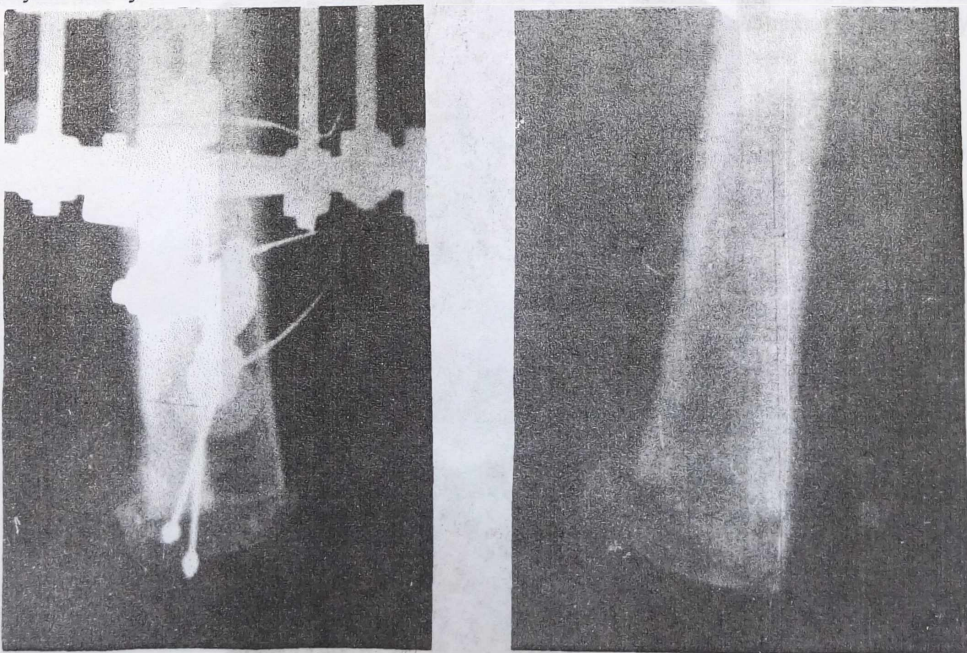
Фото рентгенограм. Приклад ампутації стегна по Гріті-Шимановському з фіксацією колінної чашки апаратом Ілізарова: А – безпосередньо після операції, Б – через 2 міс. після операції.
